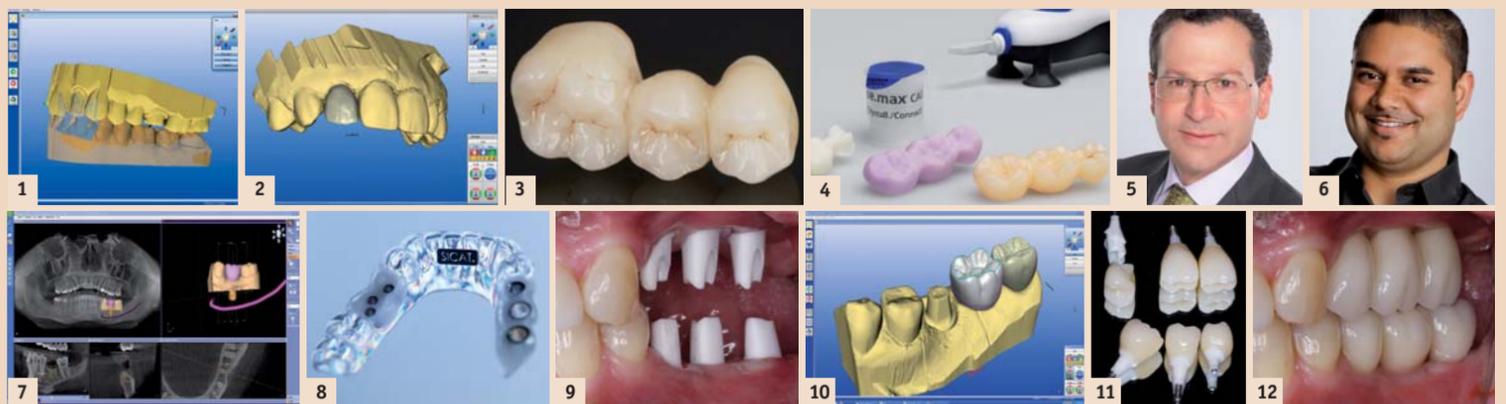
Die digitale Intraoral-Abformung mit Gegenbiss ist das künftige Medium zwischen Zahnarztpraxis und ZT-Labor. Der Datensatz ist präziser als ein konventioneller Abdruck. (Foto: DGCZ) – Abb. 2: Mit dem Scan eines benachbarten Referenzzahns berechnet und rekonstruiert die biogenerische Software Form und Okklusalfäche der FZ-Krone. (Foto: Klim) – Abb. 3: Die Genauigkeit des Datensatzes ermöglicht die Fertigung von gerüstfreien, monolithischen Kronen und Brücken aus Lithiumdisilikat (LS2, e.max CAD) ohne eine Modellaufpassung. (Foto: Ganz) – Abb. 4: Für hohe Ästhetikansprüche lassen sich Verblendungen computergestützt ausschleifen und auf das Gerüst sintern. Links: ZrO₂-Gerüst, Mitte: LS2-Verblendung vor dem Kristallisieren, rechts: Verblendung bereit zum Auf-sintern (e.max CAD-on). (Foto: Ivoclar) – Abb. 5: Jay B. Reznick, M.D., M.D.M., leitet eine Praxis für Oral and Maxillofacial Surgery in Tarzana bei Los Angeles. In seiner Praxis konzentriert er sich heute auf CBCT-guided dental implant surgery and bone and tissue reconstruction. – Abb. 6: Neal S. Patel, D.D.S., Praxisinhaber in Powell, Ohio, installierte das CEREC-System mit der MCXL-Schleifeinheit. Die DVT-Befundung, die er an der Universität kennengelernt hatte, übernahm er mit GALILEOS in seine Praxis. Patel ist Advanced Trainer für GALILEOS und leitet In-Office Trainings für Kliniker. – Abb. 7: 3-D-Volumentomogramm mit importiertem Scan einer CEREC-Krone. (Foto: Reznick) – Abb. 8: SICAT Operations-Schablone. (Foto: Sicat/Patel) – Abb. 9: Insetierte ZrO₂-Abutments. (Foto: Patel) – Abb. 10: CAD-Konstruktion einer Implantat-Krone. (Foto: Patel) – Abb. 11: LS2-Kronen mit adhäsiv verbundenen Abutments. (Foto: Patel) – Abb. 12: Implantate und Suprastrukturen in situ. (Foto: Patel)
